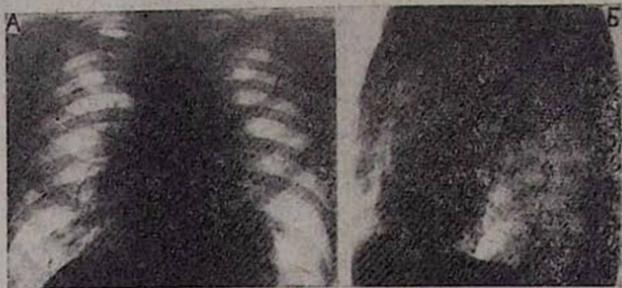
А. Рентгенограмма больного Е. О. А. до лечения.
